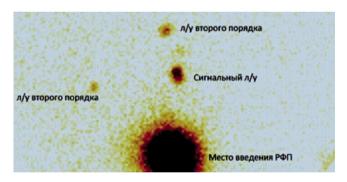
Лимфосцинтиграфия сигнальных лимфоузлов.
